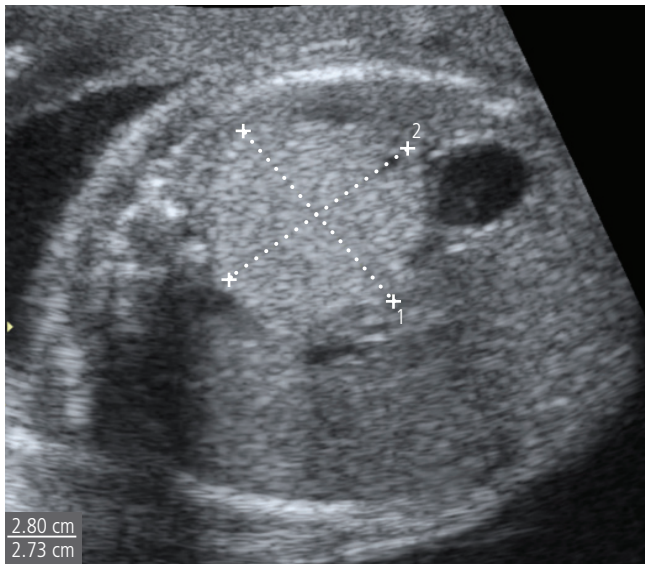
Transverse sonogram of the fetal chest shows an echogenic lung mass of bronchopulmonary sequestration (white dotted line).
